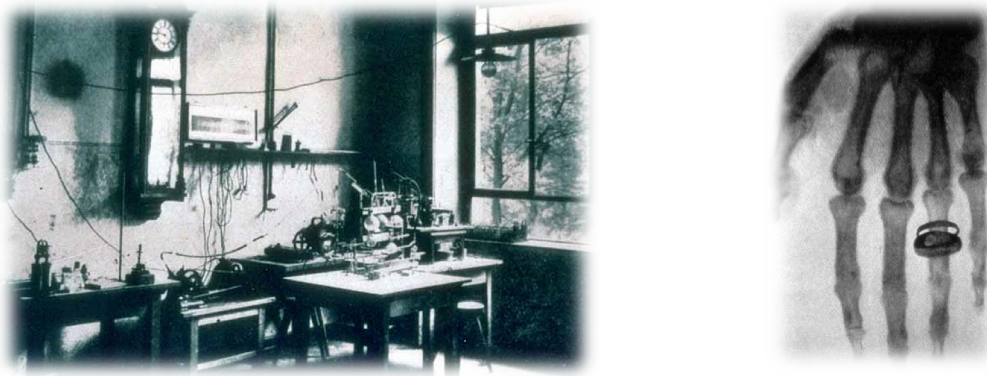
laboratório de Roentgen e a primeira radiografia
